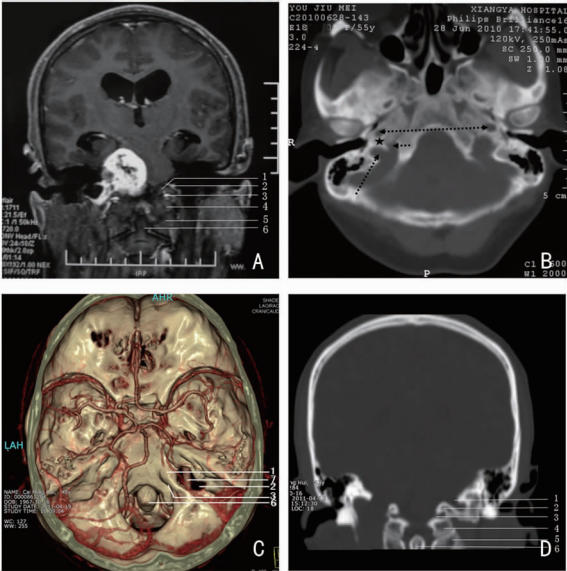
颈静脉孔的骨质影像结构 A:磁共振 T1 增强扫描示颈静脉结节分隔颈静脉孔和舌下神经管,可分别见二者内的神经结构,对侧颈静脉结节结构模糊已被肿瘤侵蚀,但与舌下神经之间仍有一定的间隙;B:右侧正常的颈静脉孔被其内的颈内突(星号)分隔成 3 部分,前内侧的岩部(短箭头)及后外侧的血管部(长箭头)及二者之间的神经部,颈静脉孔前内侧为颈内动脉管(双箭头);左侧颈静脉孔由于肿瘤组织浸润,颈内突及颈静脉结节等结构破坏消失,但颈静脉孔与颈动脉管之间仍有一定的骨质分隔;C:颅底 CT 三维重建;D:骨窗 CT 示右侧颈静脉孔较左侧明显扩大,且颈静脉结节被侵蚀,舌下神经管结构善完整 1:颈静脉结节;2:颈静脉孔;3:舌下神经管;4:枕骨髁部;5:寰椎;6:枢椎齿突;7:颈内动脉
